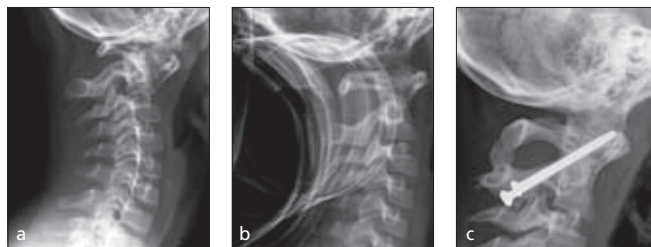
a: primäres Röntgenbild. 2.2.b: Kontrolle nach 8 Tagen Haloextension zeigt weitgehende Reposition des Atlas. 2.2.c: Röntgenkontrolle 9 Monate postoperativ nach beidseitiger transartikulärer Verschraubung C 1/2 und Knochenblockinterposition
